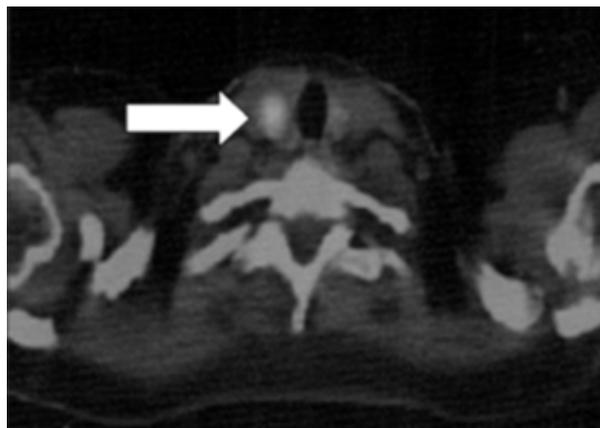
Nódulo tiroideo incidental objetivado en PET (flecha blanca).
